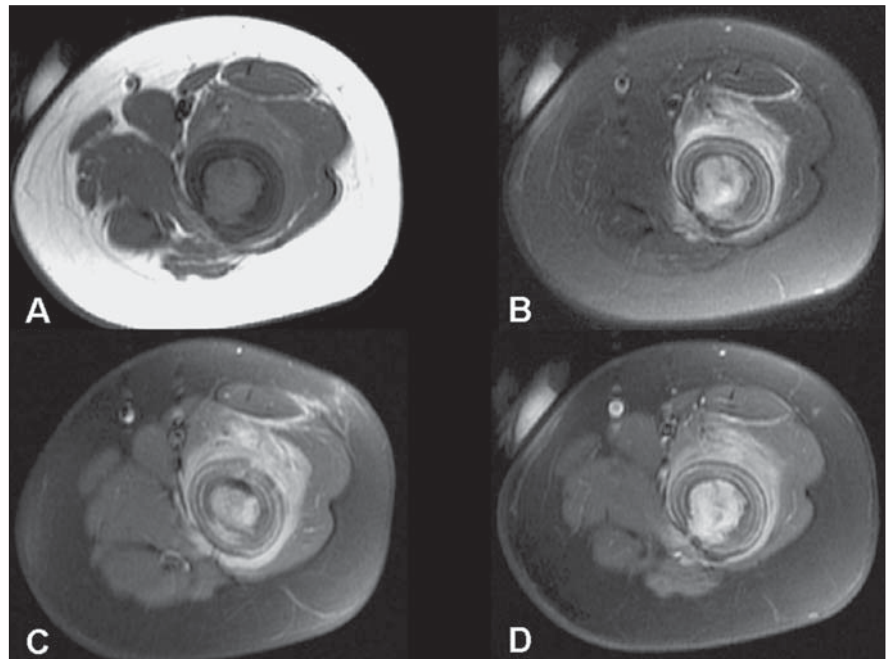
Ressonância magnética. Imagens axiais ponderadas em T1 (A), T2 com saturação de gordura (B) e T1 com saturação de gordura obtida após a injeção do meio de contraste paramagnético (C,D).
